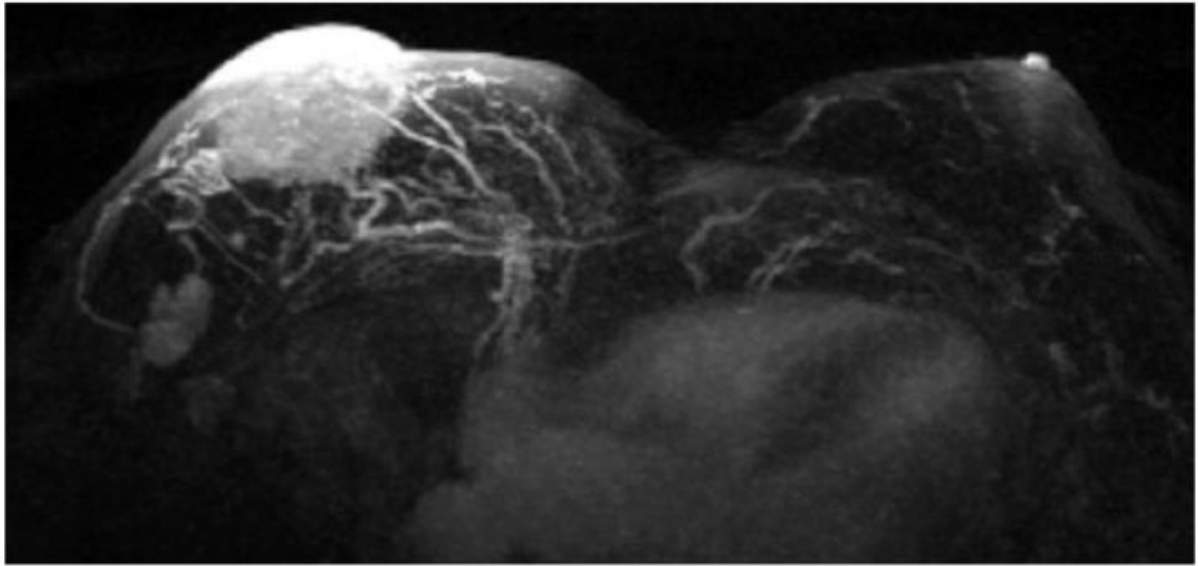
Un homme de 69 ans présentant un carcinome canalaire infiltrant, avec composante micropapillaire, du sein droit. La masse, exophytique et en localisation rétroaréolaire, montre clairement une atteinte cutanée et des métastases axillaires sur cette IRM avec injection de produit de contraste. (136)
